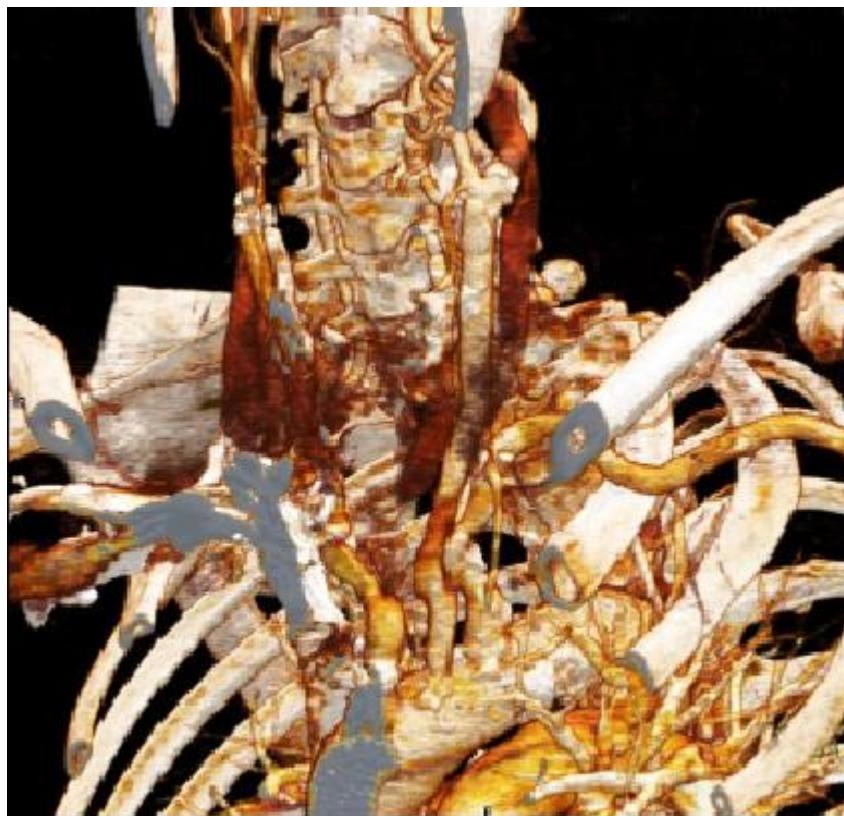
Angio TC: aorta torácica y troncos supra-aórticos.
